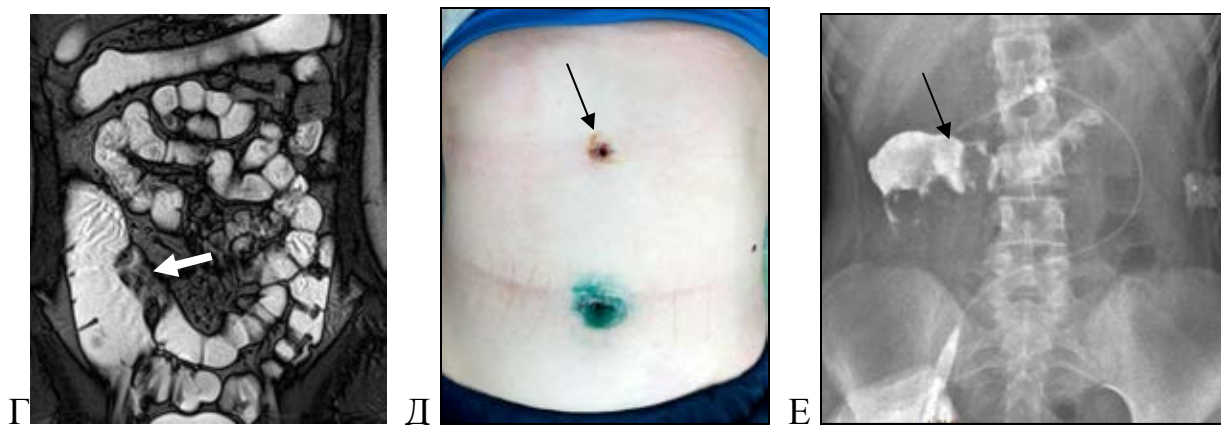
продолжение - Фотодокументы пациентки Т., 16 лет (и/б 101647/18 МДГКБ). Г - МР-томограмма, имеется стриктура терминального отдела подвздошной кишки (указано стрелкой). Д - Вид передней брюшной стенки, с послеоперационным наружным кишечным свищом в эпигастрии (указано стрелкой). Е - Фистулограмма, определяется затек контраста из свища в поперечно-ободочную кишку (указано стрелкой).
